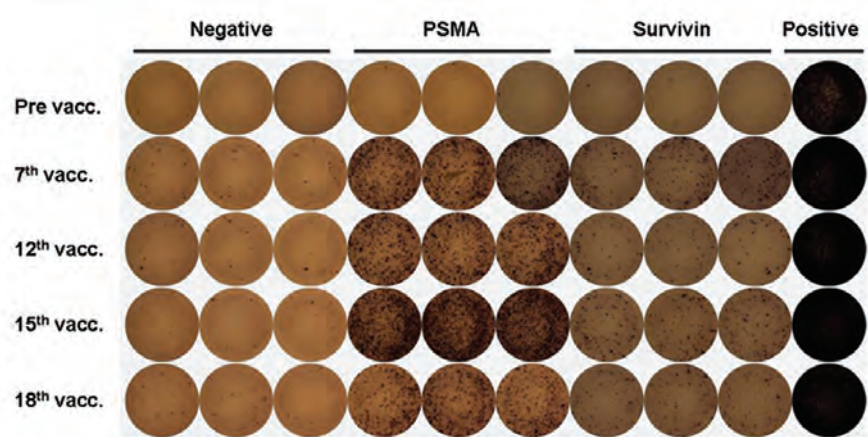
Monitoring of T cell response during immunotherapy: immunisation of a prostate carcinoma patient with a mix of HLA-class I and -class II synthetic peptides. IFN- γ ELISPOT shows the induction of anti-PSMA and anti-Survivin CD4 T-cells. Negative = irrelevant peptide; positive= Staphylococcal enterotoxin B.
